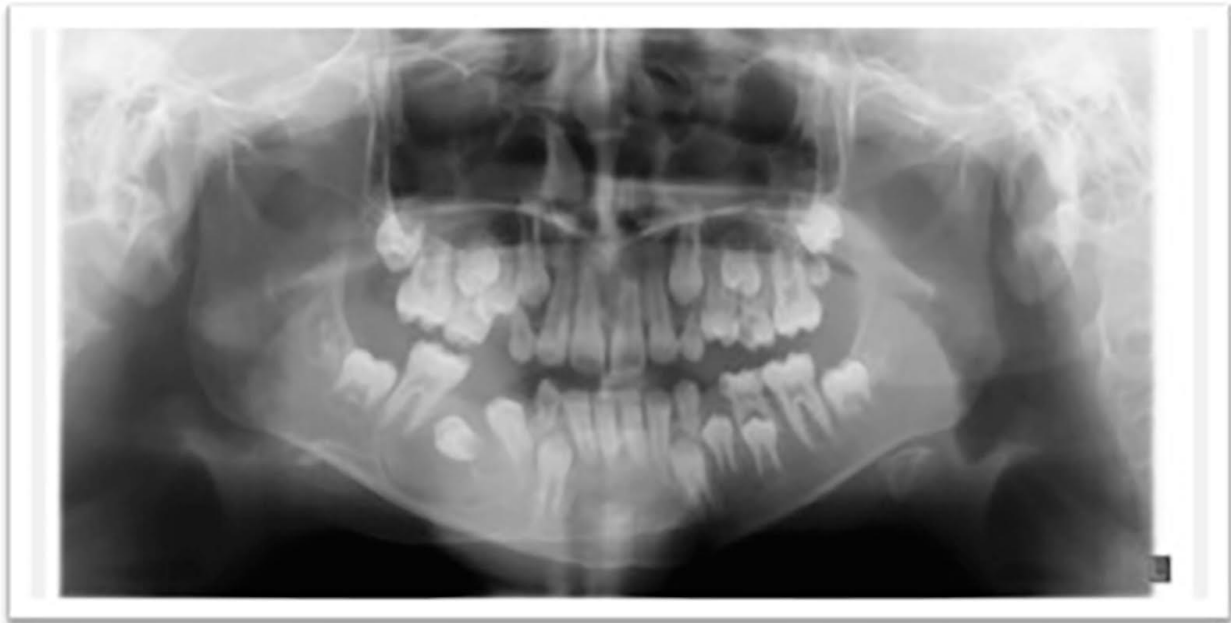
Pre-treatment panoramic radiography of the patient.
